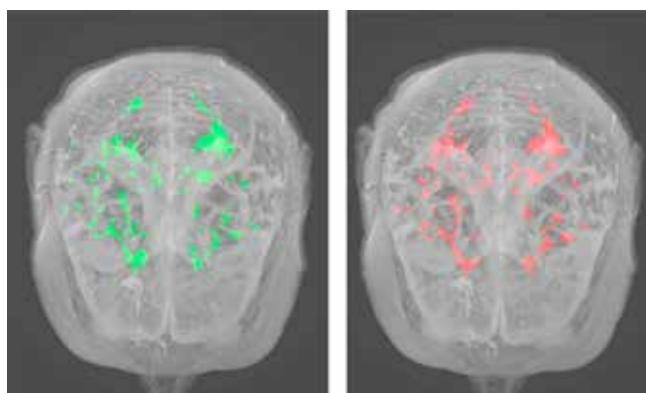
3D-реконструкция паттернов поражения головного мозга пациента А., выявленных при МРТ-сканировании. Зеленый цвет – исследование 2019 г., красный – 2018 г.
